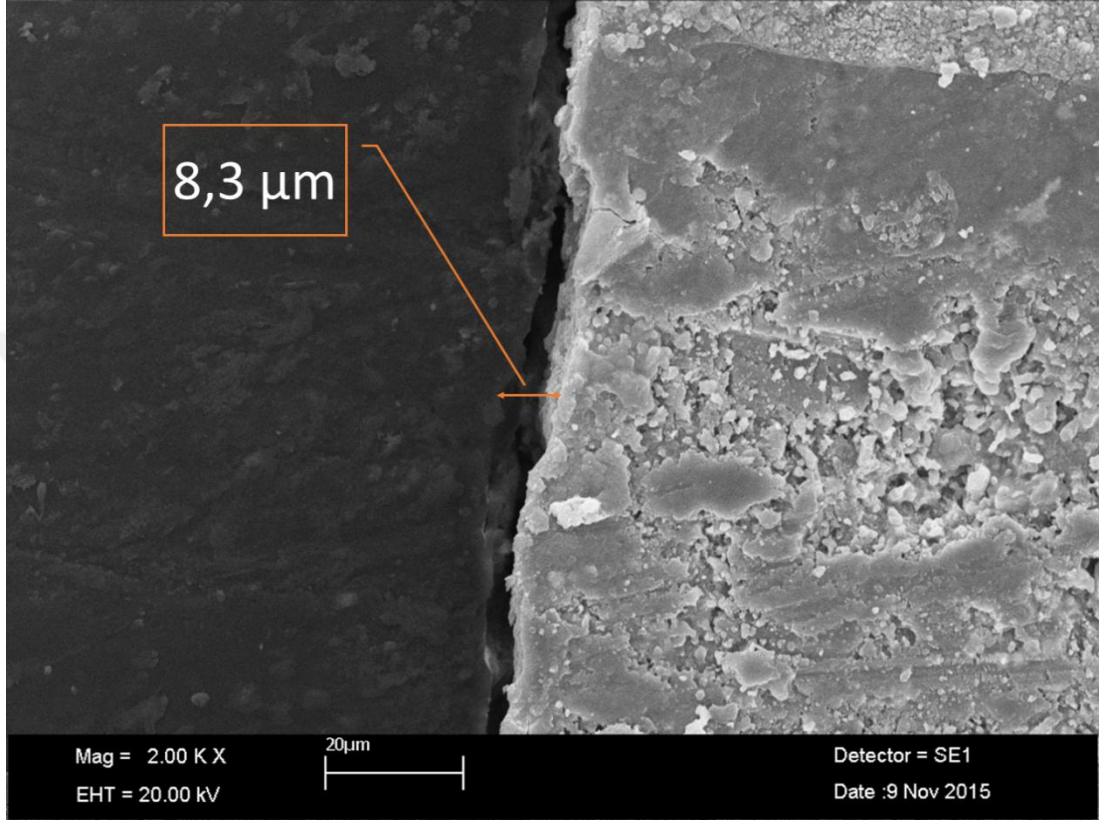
BA+Ultrasonik grubuna ait örneğin SEM mikrografı.
